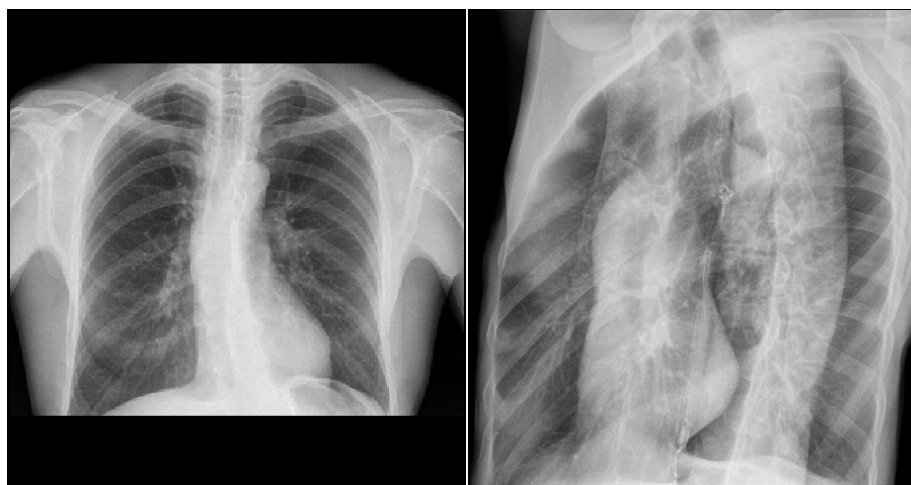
Рентгенограммы органов грудной клетки с контрастированным пищеводом 5 марта 2019 г.: слева – прямая проекция; справа – вторая (левая) косая проекция
